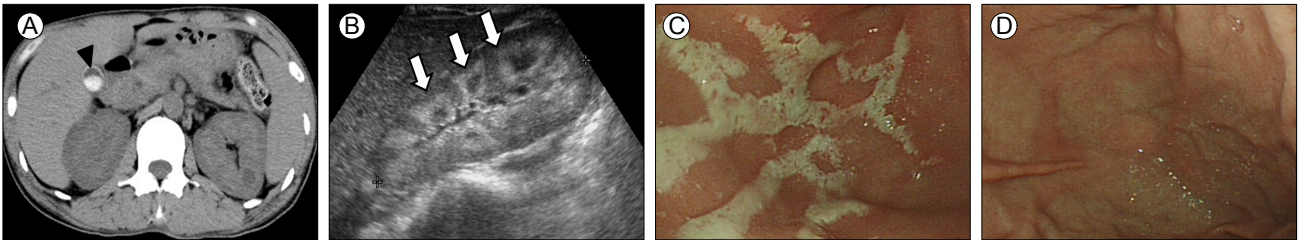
(A) An abdominal CT scan shows a calcified gall bladder wall and milk-like calcium-containing bile in the bladder (arrowhead), and increased medullar density, with swelling, in both kidneys. (B) Ultrasonography of a kidney reveals medullary nephrocalcinosis (arrows). (C) Branched tree-shaped calcium deposition in the gastric mucosa, along the greater curvature, revealed by gastrofiberscopy. (D) Complete disappearance of gastric mucosal calcifications evident on endoscopy after 2 weeks of treatment with zoledronic acid.
